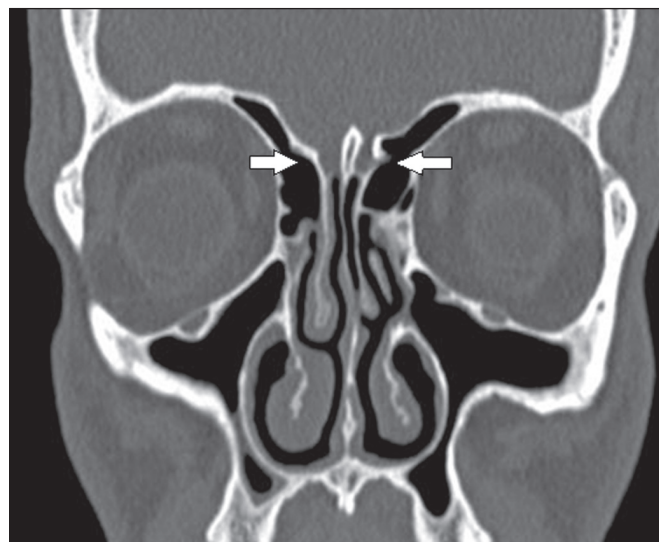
TC, janela óssea, corte coronal, demonstrando a assimetria das fossas olfatórias (setas).
